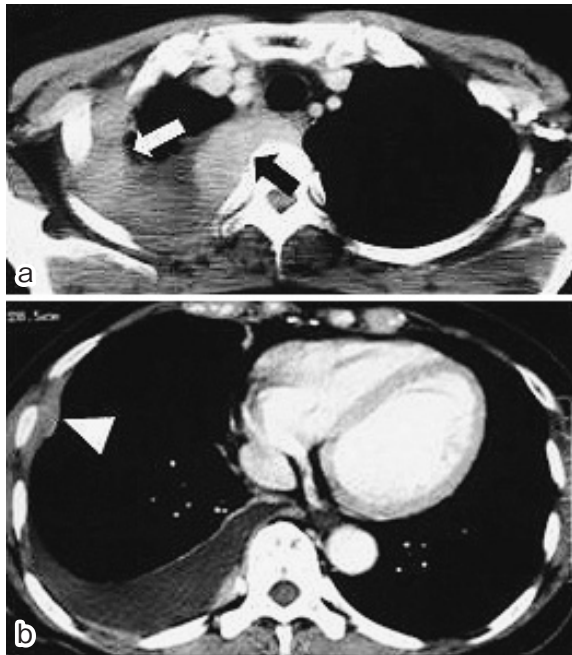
A chest CT examination with contrast-medium enhancement disclosed pleural tumors including the largest one at the right apex (arrows, a) and others (an arrowhead, b), and ipsilateral pleural effusion. Neither hilar nor mediastinal lymphadenopathy nor pulmonary lesions were detected.
